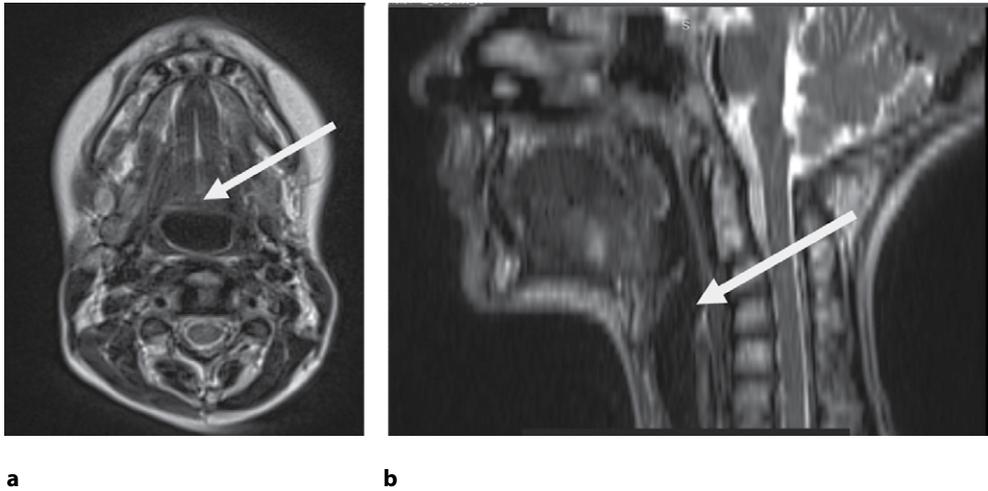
МРТ головы и шеи через 1 год и 5 месяцев после хирургического лечения: а – аксиальная плоскость, б – сагиттальная плоскость (стрелка – область нахождения ранее образования)
